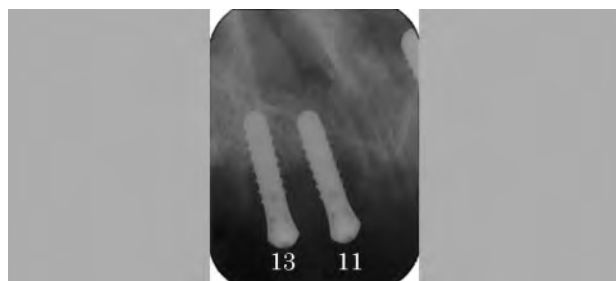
急性炎症発生時（上顎2次手術前）のデンタルX線写真
